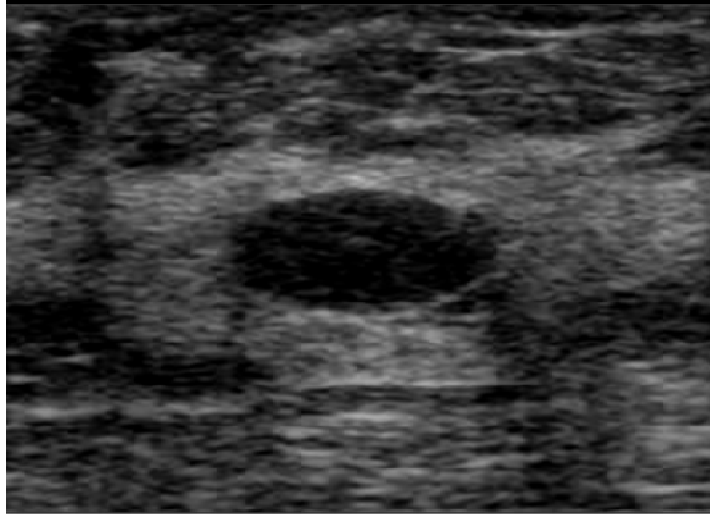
Ultrasonido: Formación oval, bordes circunscritos, eje mayor paralela a la piel y refuerzo acústico posterior
